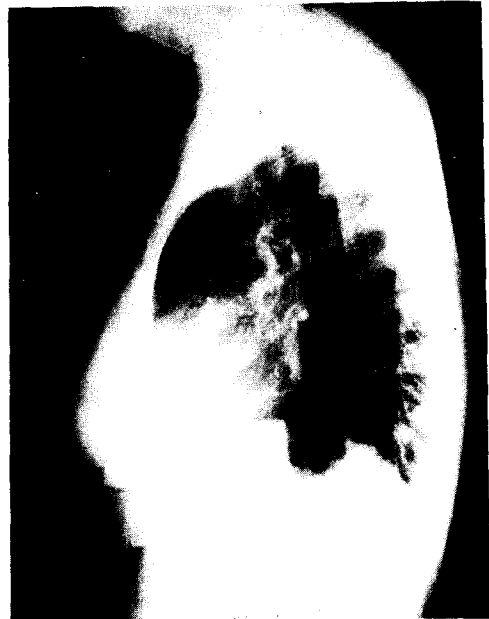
술전 측면 흉부 X-ray 소견.
